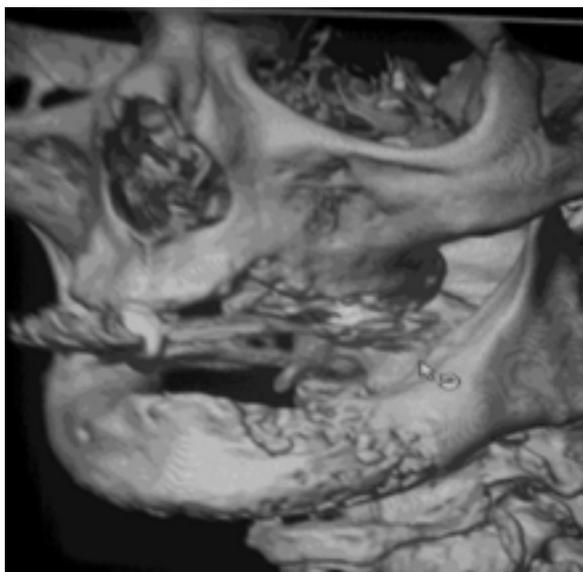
Компьютерная томограмма пациента с диагнозом медикаментозноассоциированный остеонекроз нижней челюсти на фоне приема препаратов золедроновой кислоты.
